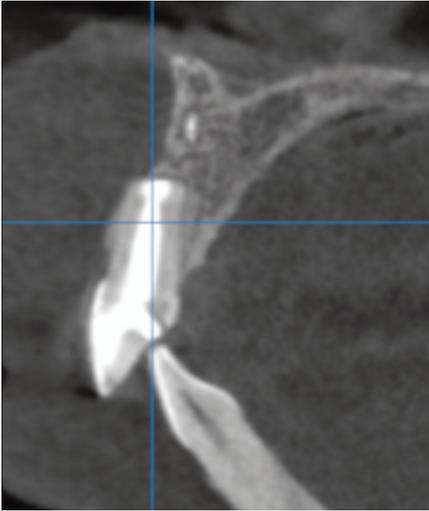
image CBCT initial.
